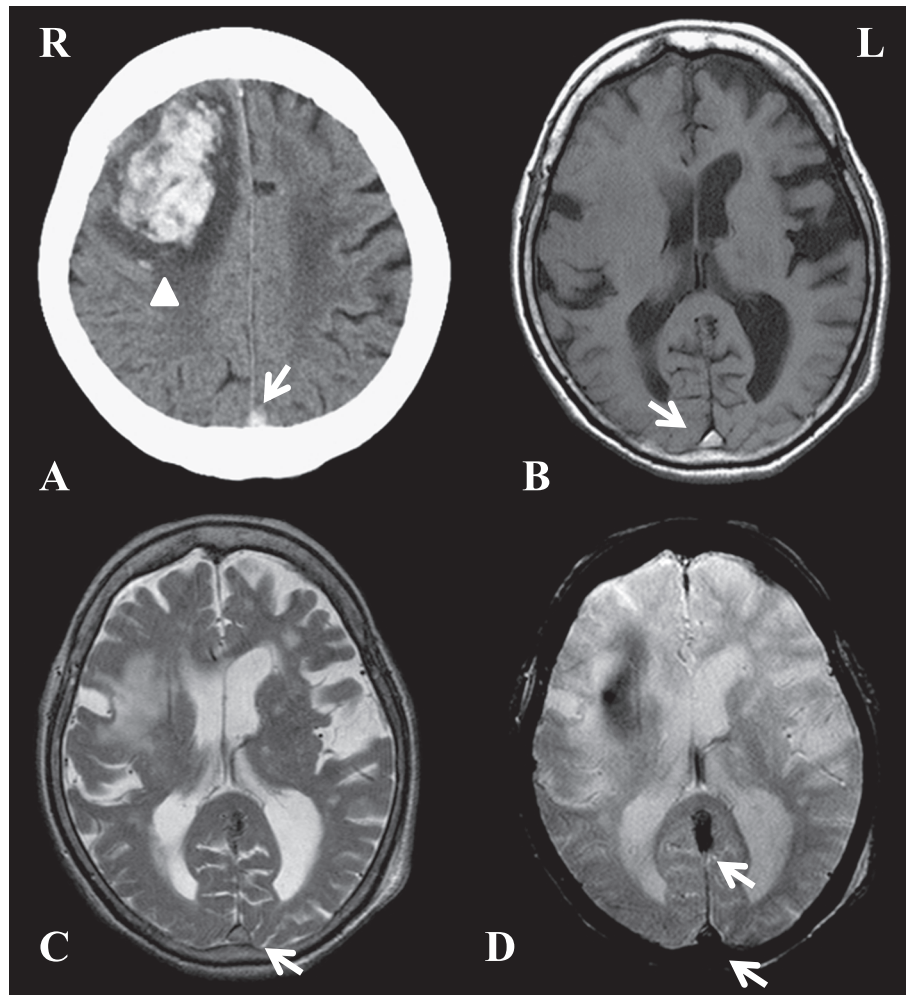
Brain CT and MRI of case 2.
